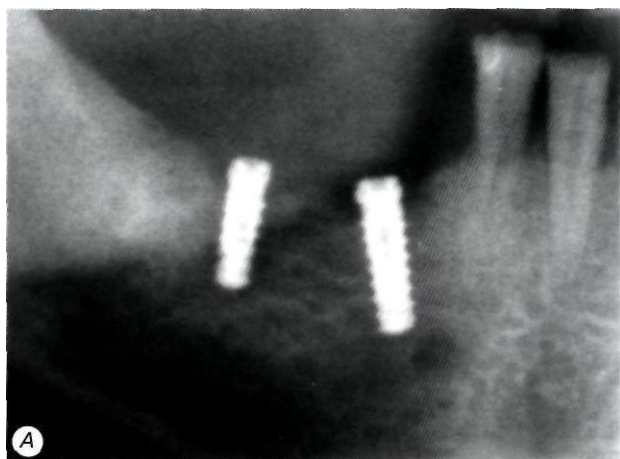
Рентгенологическая картина до и после лечения периимплантита:
